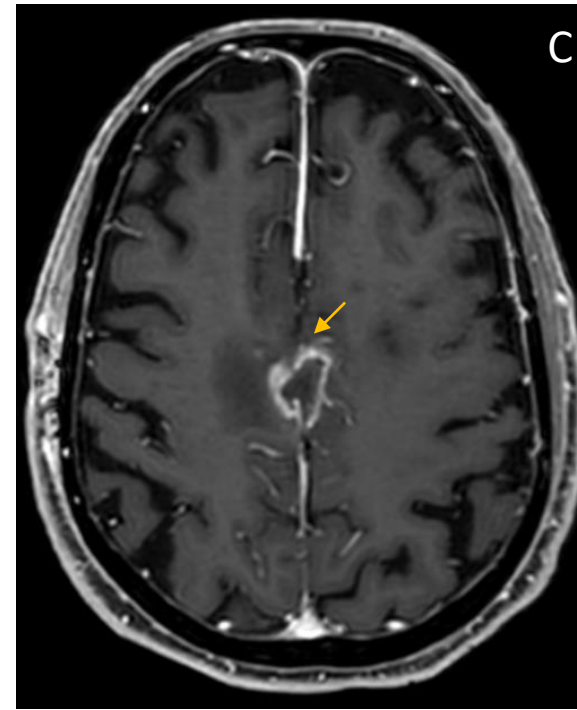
RM T1 con contraste (C y D). Realce laminar interdigitándose entre los surcos parasagitales y cisura Silviana derecha (flechas). Realce leptomeníngeo
